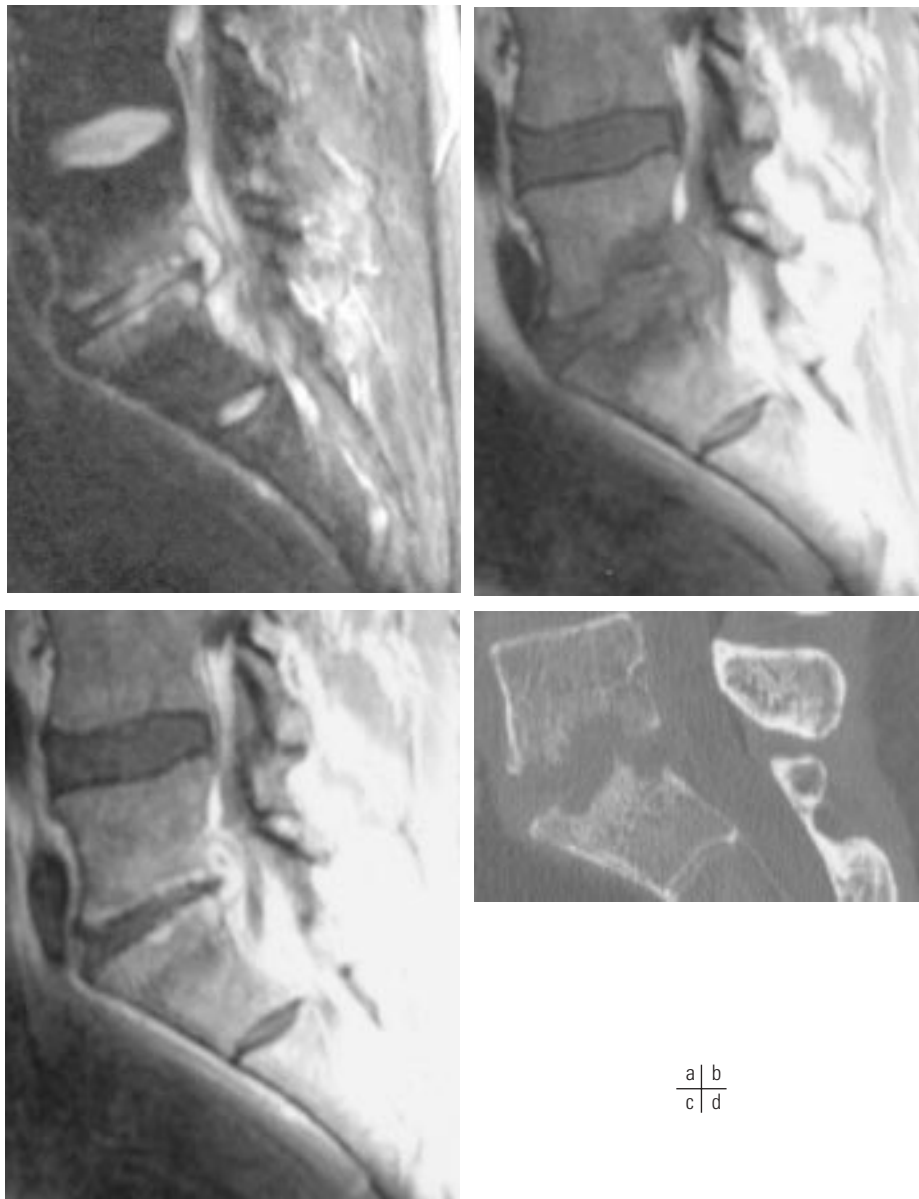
Spondylodiscite. Patient opéré d'une hernie L5-S1 postéro-latérale droite. Fébricule. Raideur rachidienne. Syndrome inflammatoire. a : Coupe sagittale T2 avec saturation du signal de la graisse. b : Coupe sagittale T1 sans injection. c : Coupe sagittale T1 avec injection au même niveau que b. d : Reconstruction scanographique réalisée le même jour que l'IRM. Aspect inflammatoire des plateaux vertébraux. Érosions corticales. Pincement discal. Collection épidurale antérieure.
